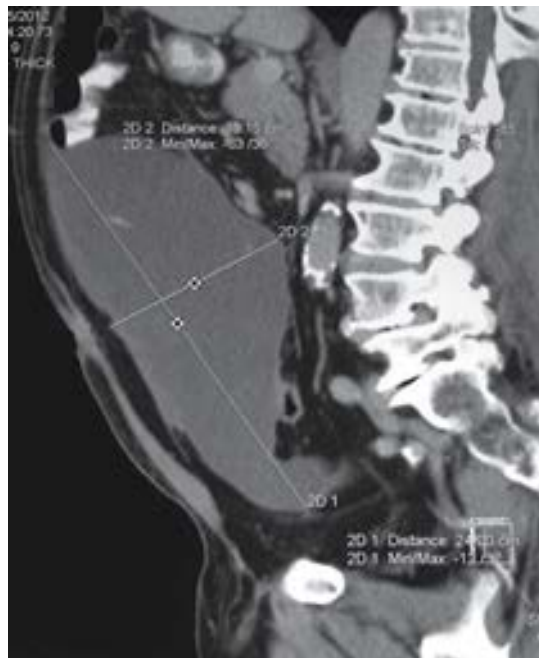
Tomografía computada de abdomen, corte sagital que muestra un tumor de 10×15 cm.
